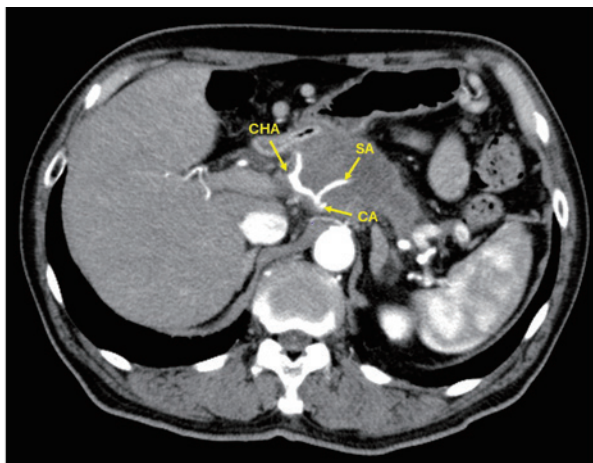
Imaging of Computed Tomography before Conversion surgery
